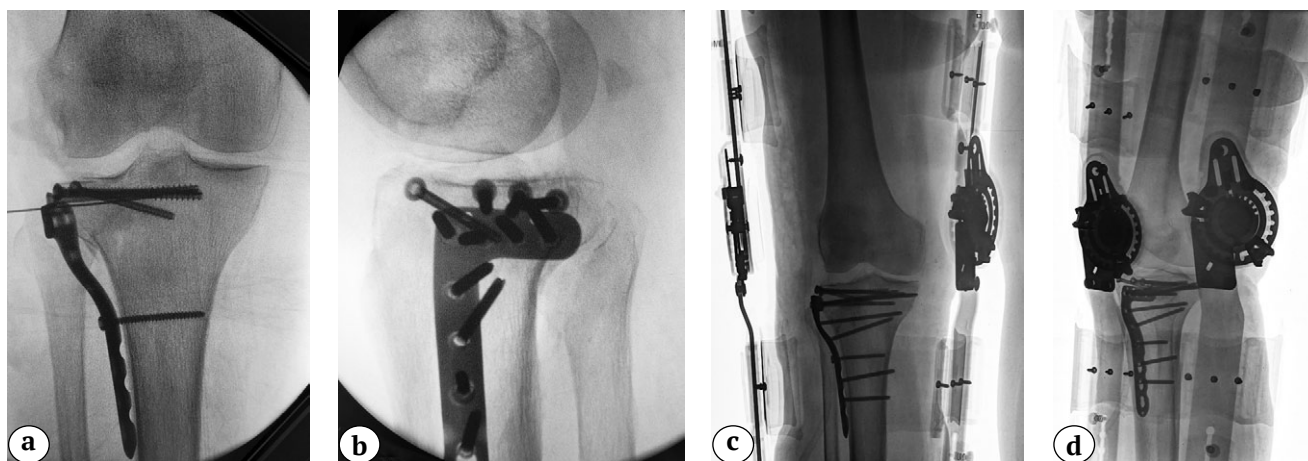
Рентгенограммы правого коленного сустава, отмечается удовлетворительная репозиция фрагментов плато ББК: а — интраоперационная рентгенограмма в прямой проекции; б — интраоперационная рентгенограмма в боковой проекции; с — послеоперационная рентгенограмма в прямой проекции; д — послеоперационная рентгенограмма в боковой проекции
